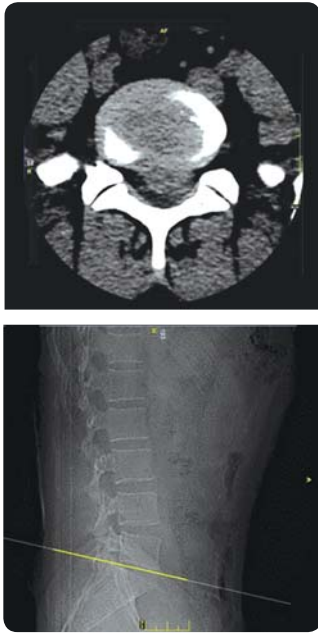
Приклад КТ хребта на рівні диска L<sub>5</sub>-S<sub>1</sub>, на верхній картинці добре візуалізована задня грижа диска
